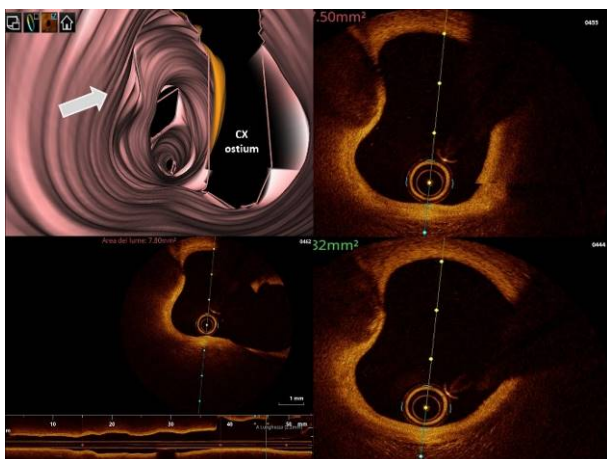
Tenth day optical coherence tomography finding.
